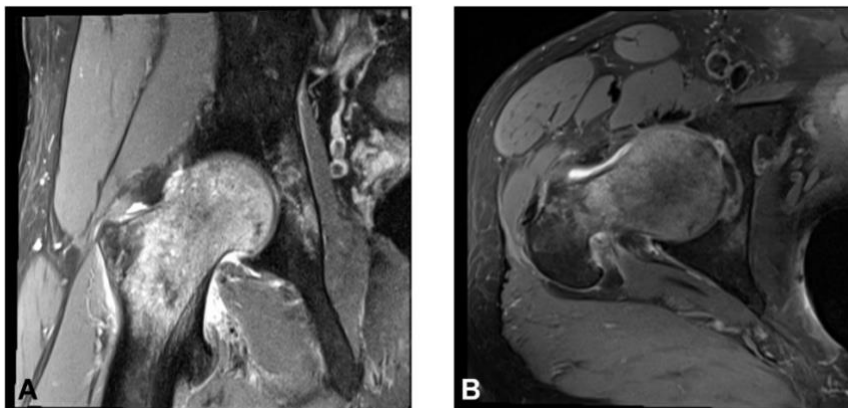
Imágenes de resonancia magnética saturada de grasa en T2
